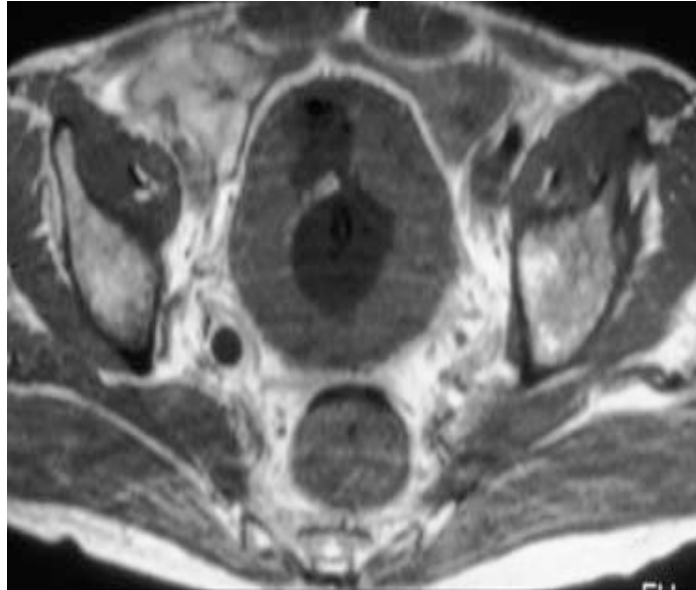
TAC en fase simple muestra zonas hipo e hiperdensas en cavidad vesical sugestivas de Tumor vesical Metast sico a h gado. (HGM)
